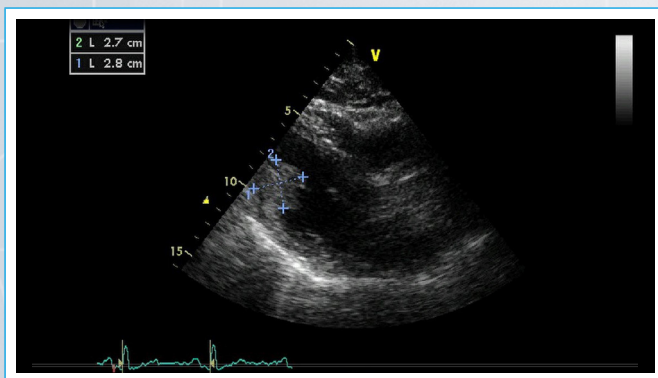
Ecocardiograma transtorácico: paraesternal eje largo, con masa protruyente en pared posterior del ventrículo izquierdo (VI)
